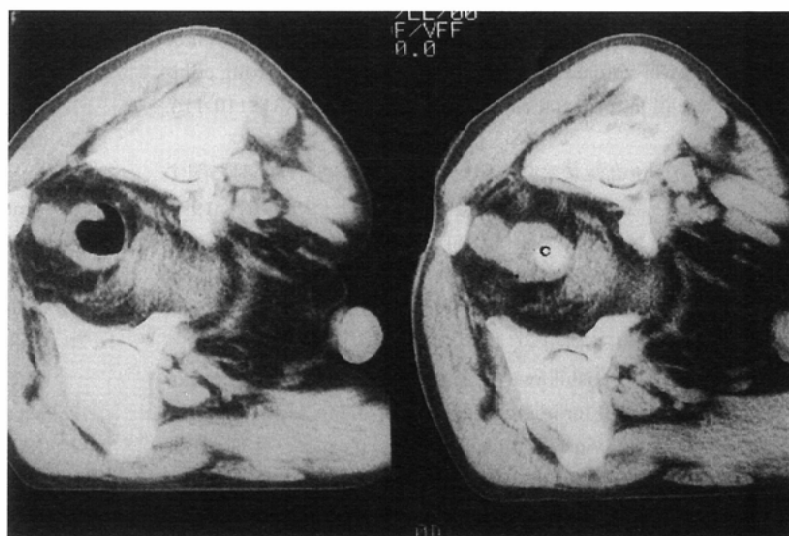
CT shows rectal cancer positioning in posterior wall of the rectum and fixed outer tube (type C-1) for HDRIBT.
